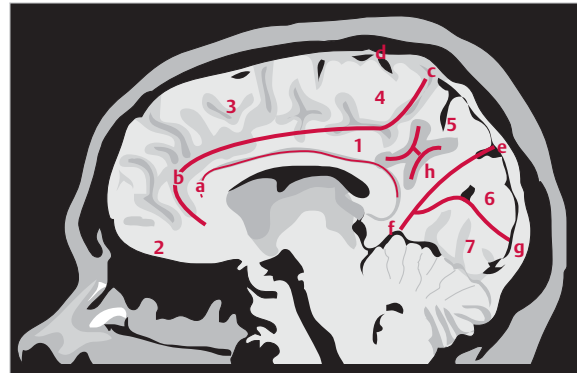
Landmarken im medianen sagittalen MRT. a Sulcus callosus, b Sulcus cinguli, c Ramus marginalis des Sulcus cinguli, d Sulcus centralis (Kerbe im Lobulus paracentralis), e Sulcus parietooccipitalis, f Sulcus calcarinus anterior, g Sulcus calcarinus, h Sulcus subparietalis. 1 Gyrus cinguli, 2 Gyrus rectus, 3 Gyrus frontalis superior, 4 Lobulus paracentralis, 5 Praecuneus (Lobulus parietalis superior), 6 Cuneus (Gyrus occipitalis superior), 7 Gyrus occipitotemporalis medialis (Gyrus lingualis).
